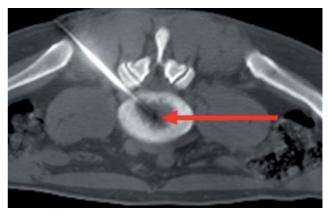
Изображение на экране при КТ-контроле положения иглы в диске (стрелкой указан конец иглы)
